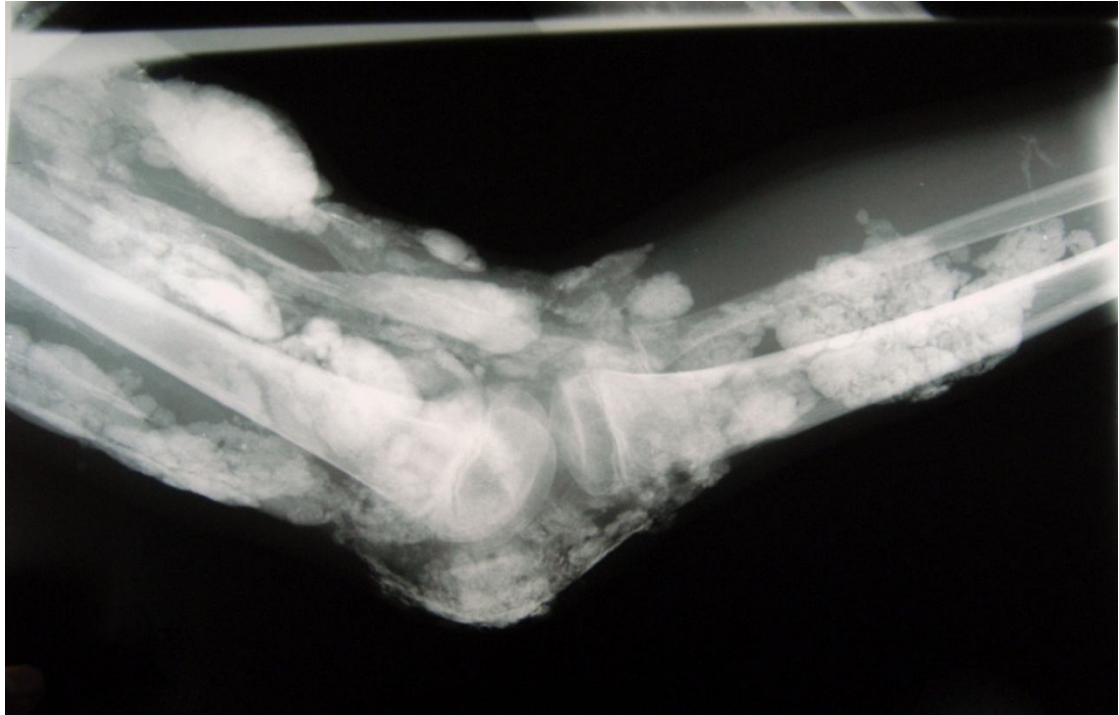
radiographie du coude droit de profil : trainées calcaires s'étendant au bras et à l'avant bras
